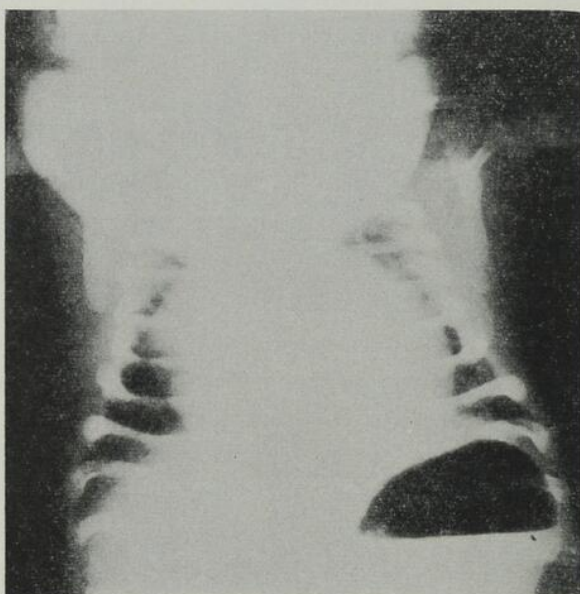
(Observation 2) — Radiographie thoracique. Hypertrophie cardiaque considérable.
